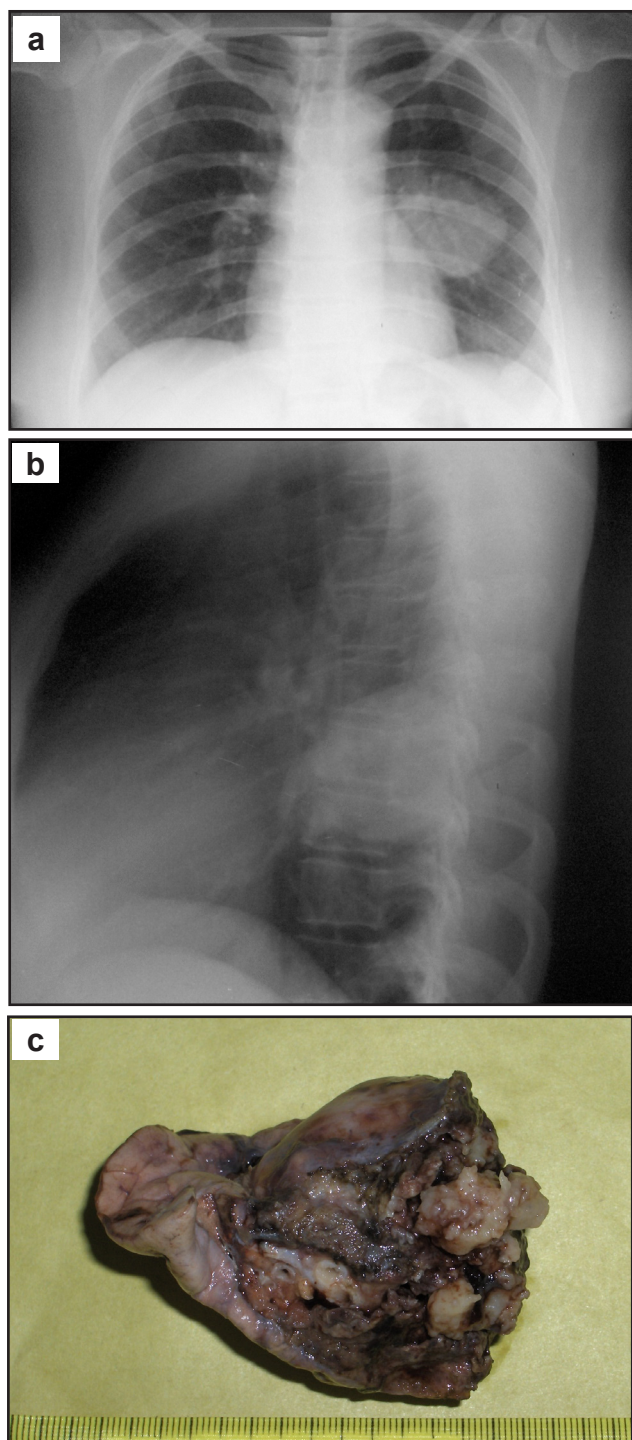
(a y b). Radiografía del tórax (proyecciones AP y lateral) que muestra un criptococoma pulmonar en el lóbulo inferior del pulmón izquierdo. (c). El mismo criptococoma resecado quirúrgicamente en una paciente VIH negativo.
